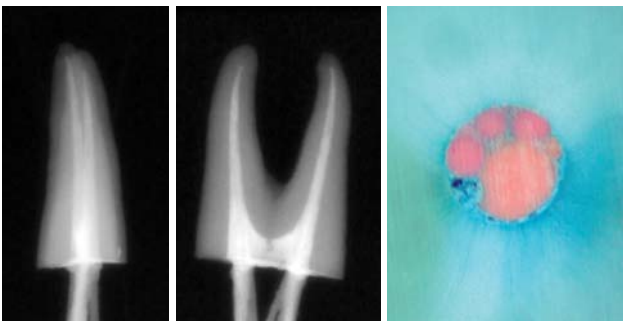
Laterale Kondensation. a) Füllröntgen in b-l, b) in m-d Richtung, c) Querschnitt des apikalen Kanaldrittels.
